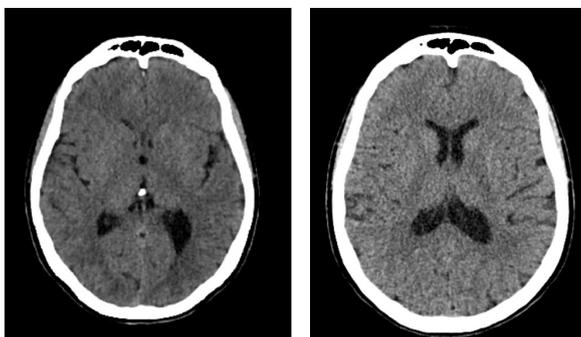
Tomografia de crânio da admissão (07/07/2023) e do dia 08/07/2023 sem alterações.
